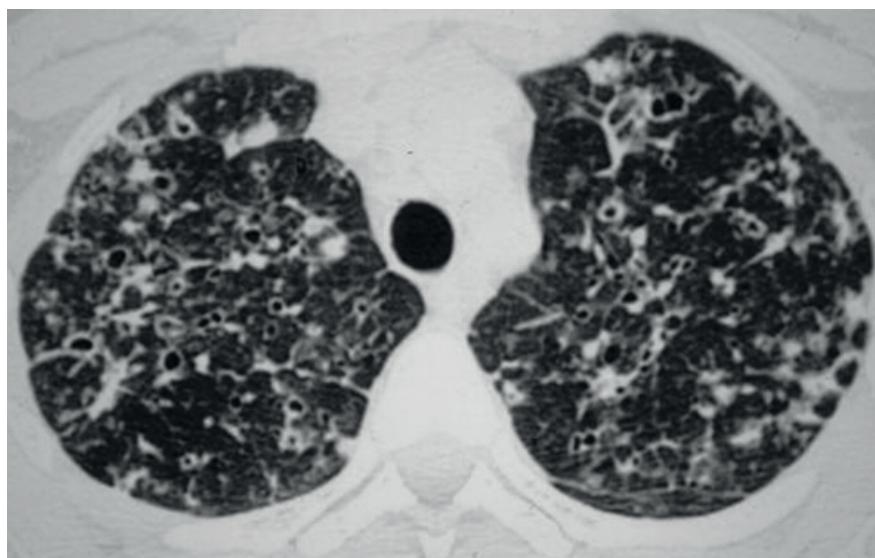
TC del torace in PLCH: noduli irregolari, alcuni di essi come fori scavati a parete sottile.
